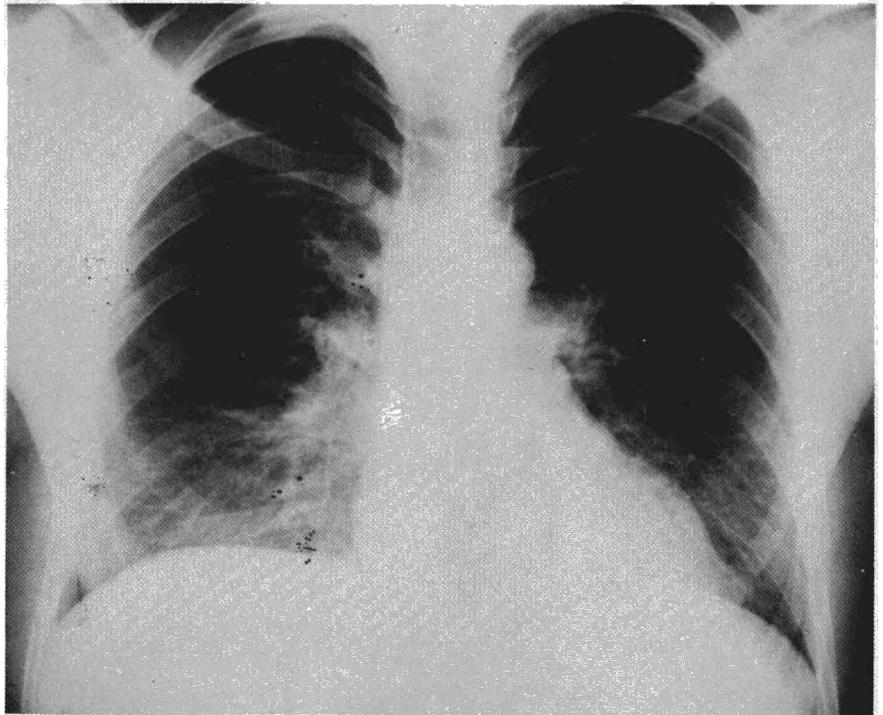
Radiografía PA de tórax en espiración máxima: la hipertransparencia de la figura anterior se hace más evidente.
